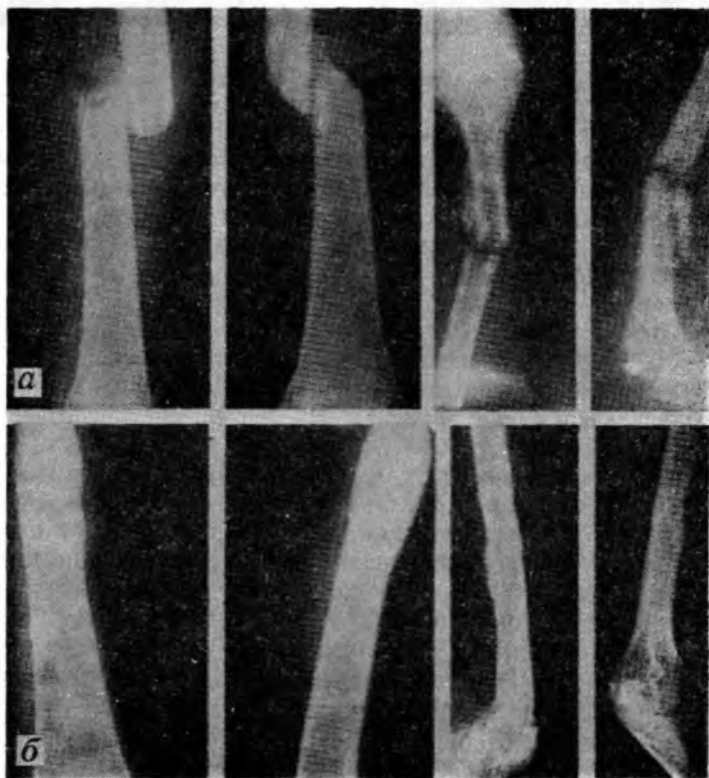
Рентгенограммы больной К.:
